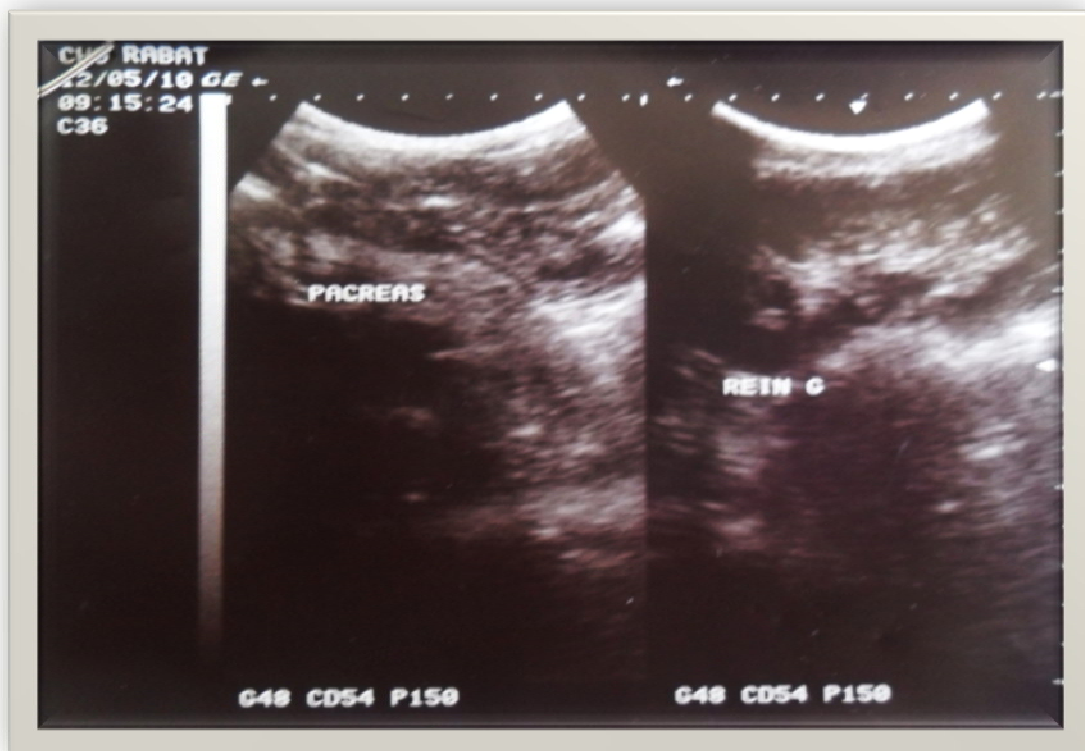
Aspect échographique du pancréas sans anomalies décelables.
